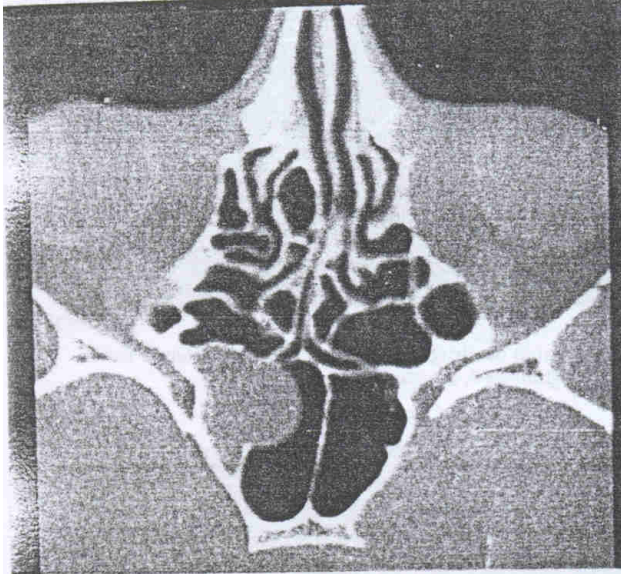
Tomografía computarizada, corte axial. Seno etmoidal. Se aprecia la apófisis uncinada con su racimo tabicante. Existe desviación del septum nasal a nivel de la unión etmoidoesfenoidal y una importante de la mucosa.
